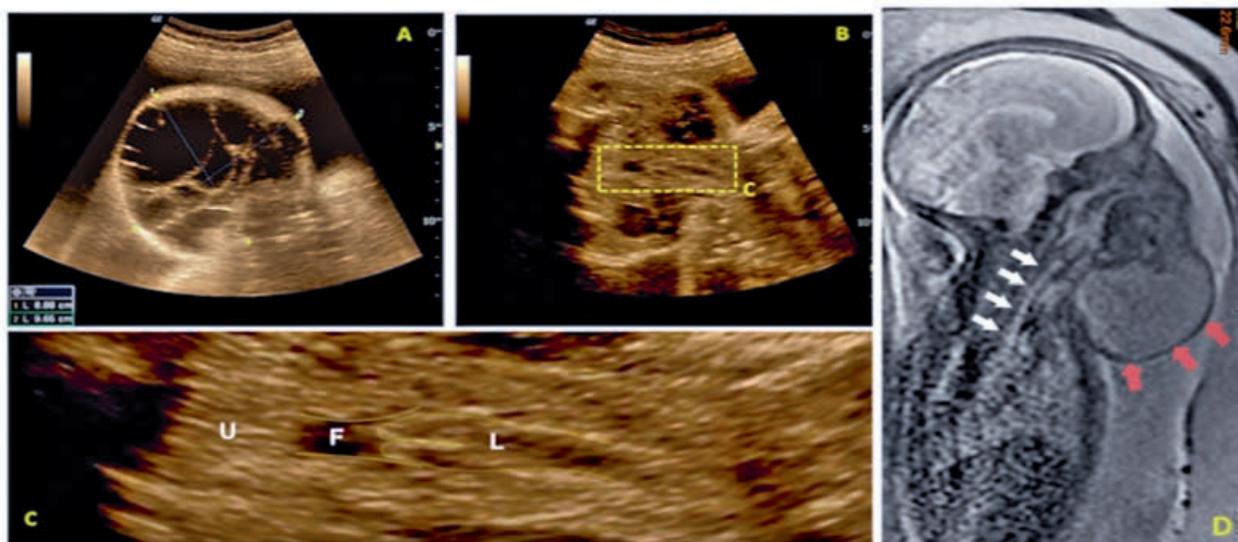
Estudio ultrasonográfico preparto a las 34 semanas A. Visualización en corte transversal a nivel cervical del feto con Linfangioma cervical, B. Visualización en corte axial a nivel de la zona de compromiso de la vía aérea, C. Ampliación e identificación y del trayecto de Laringe-Faringe en feto con Linfangioma Cervical. (U)Úvula, (F) Faringe, (L) Laringe. D. Resonancia Magnética Nuclear de las 34 semanas con feto con Linfangioma cervical. Flechas en blanco identifican la permeabilidad de la vía aérea para poder acceder para la intubación intraparto. Flechas en rojo identifican el tumor cervical anterior
